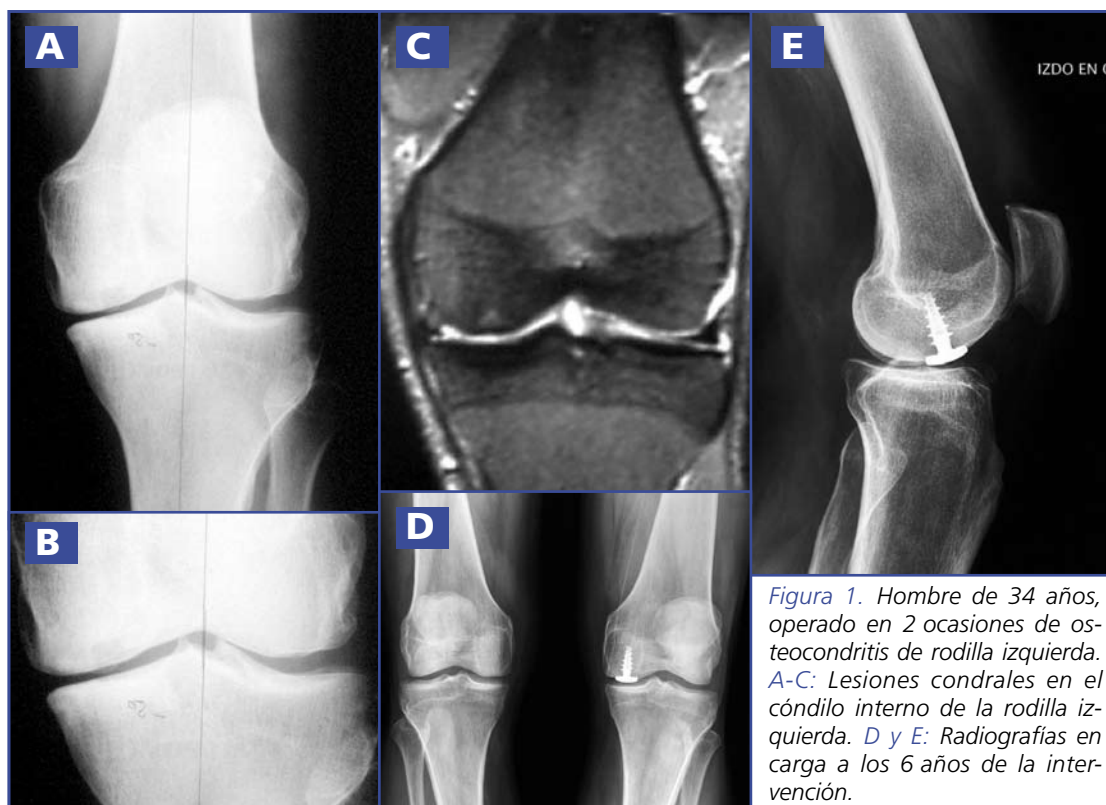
Hombre de 34 años, operado en 2 ocasiones de osteocondritis de rodilla izquierda. A-C: Lesiones condrales en el cóndilo interno de la rodilla izquierda. D y E: Radiografías en carga a los 6 años de la intervención.
